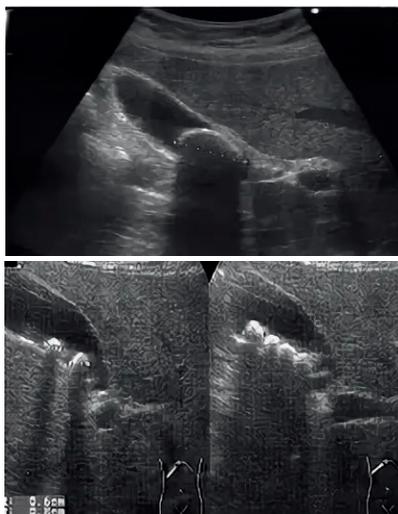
УЗИ желчного пузыря с конкрементами¹
